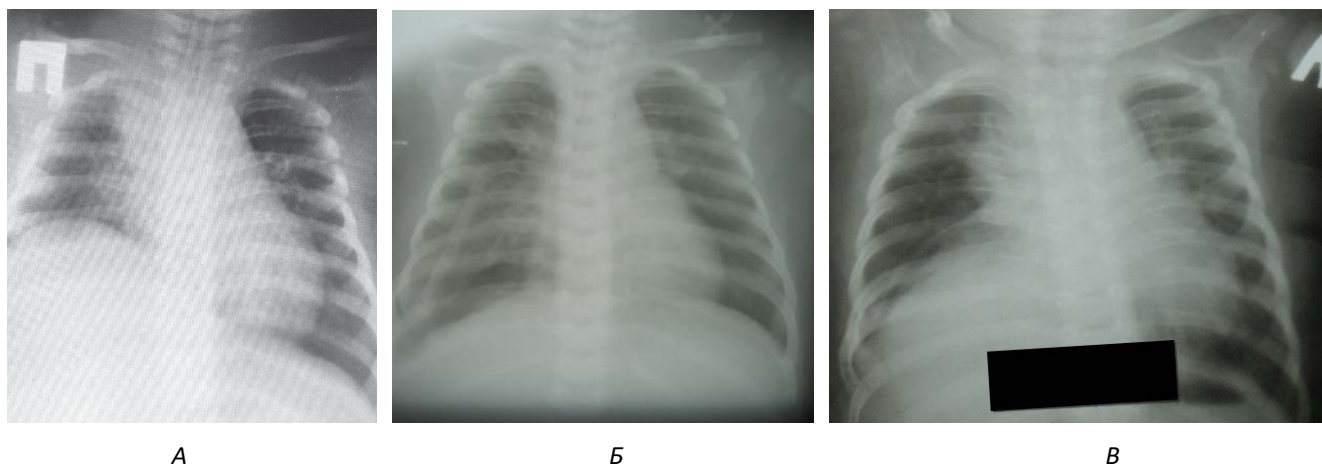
Оглядова рентгенографія грудної клітки пацієнтки П. до операції та в динаміці післяопераційного періоду: А – перед операцією (високе «стояння» правого купола діафрагми внаслідок її евентрації/релаксації); Б – за добу після операції (правий купол діафрагми розташований у близькому до нормального положенні з невеликою гіперкорекцією) В – рентгенограма за 3 тижні після операції
